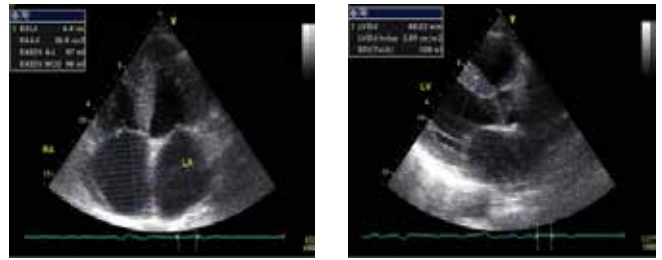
и 3. Эхокардиография.
